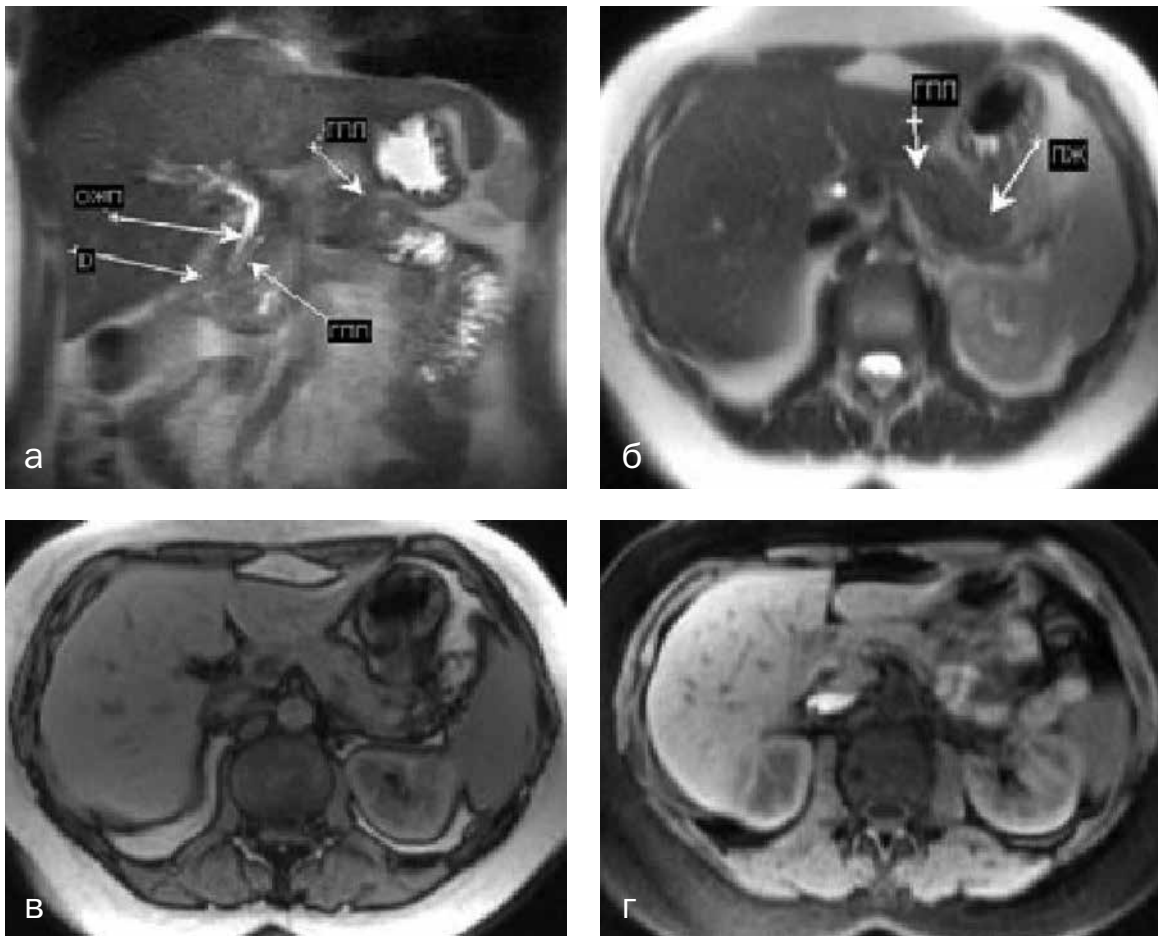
МРТ пациентки У, 32 лет, с приступами боли в верхних отделах живота, диспепсическим синдромом. Направлена на обследование с клиническим диагнозом: постхолецистэктомический синдром, ХП: а — T2-ВИ в корональной проекции, визуализирована гепатопанкреатодуоденальная область: подкова двенадцатиперстной кишки (D, головка ПЖ, общий желчный проток (ОЖП) и ГПП); б, в, г — T2-ВИ, T1-ВИ и T1-ВИ с жироподавлением в аксиальной плоскости, ПЖ имеет изоинтенсивный сигнал с печенью и селезенкой, ее размеры соответствуют возрастной норме, контуры четкие, ровные. На T2-ВИ визуализируется нерасширенный ГПП, контуры которого теряются в паренхиме хвоста ПЖ. Перипанкреатическая клетчатка не изменена.
